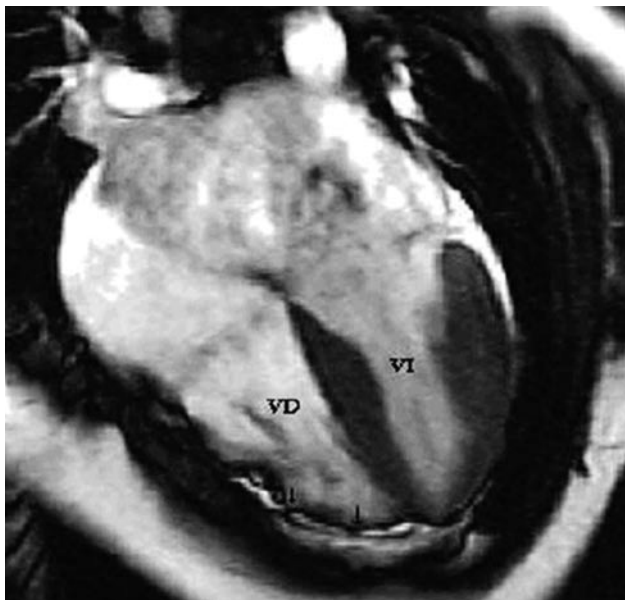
Imagen de resonancia magnética cardíaca de un paciente con Miocardiopatía Arritmogénica del Ventrículo Derecho, obsérvense las abolladuras de la pared libre del ventrículo derecho (VD: ventrículo derecho; VI: ventrículo izquierdo) (Tomado de Tomé MT, García-Pinilla JM y McKenna WJ. Actualización en miocardiopatía arritmogénica del ventrículo derecho: genética, diagnóstico, manifestaciones clínicas y estratificación de riesgo. *Rev Esp Cardiol* 2004; 57: 757 – 767. Reproducido con autorización)
